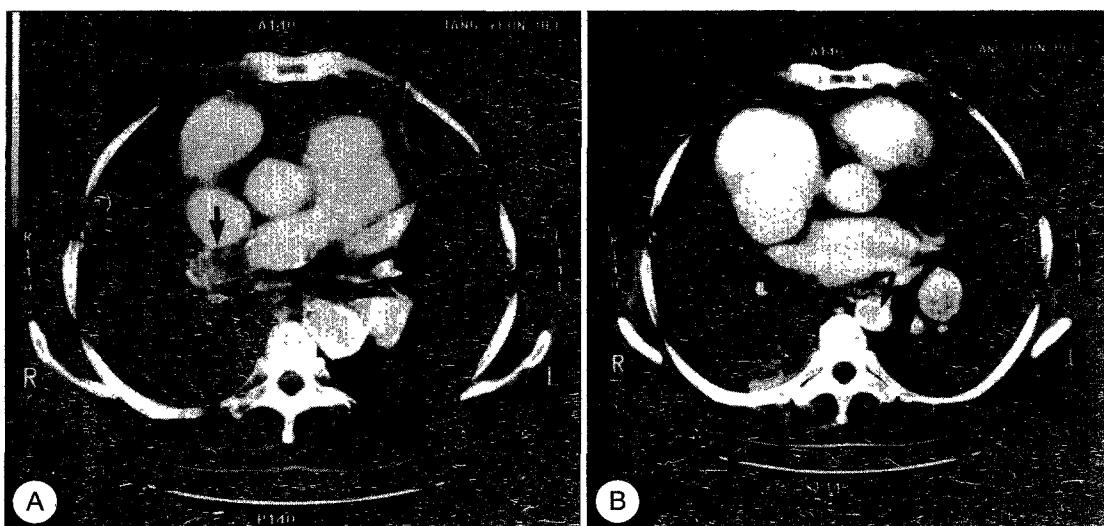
Chest computerized tomography. A : pulmonary thromboembolism(black arrow) of right main pulmonary artery, 3cm distal to bifurcation site. B : thoracic aorta atherosclerotic stenosis(black arrow)
